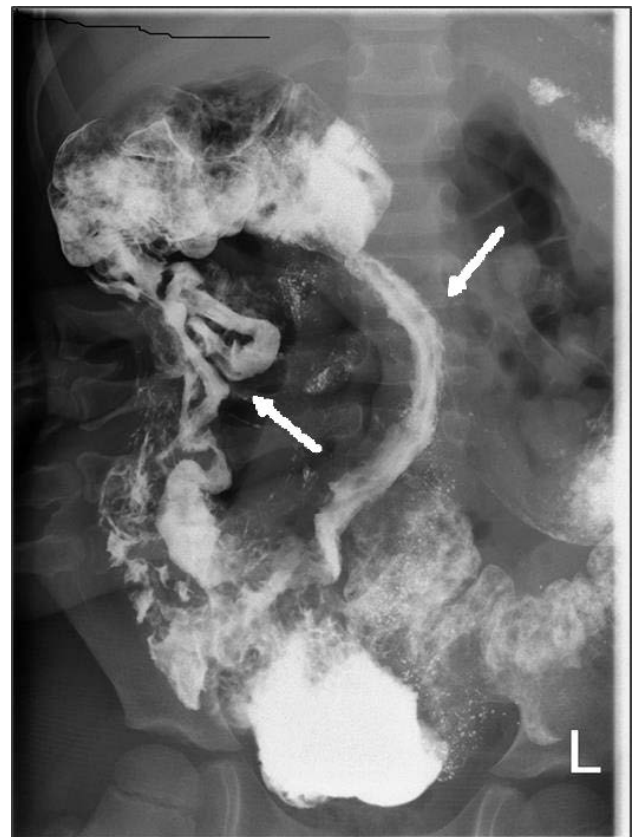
Рентгеноскопия желудочно-кишечного тракта с барием у ребенка А. с болезнью Крона.
